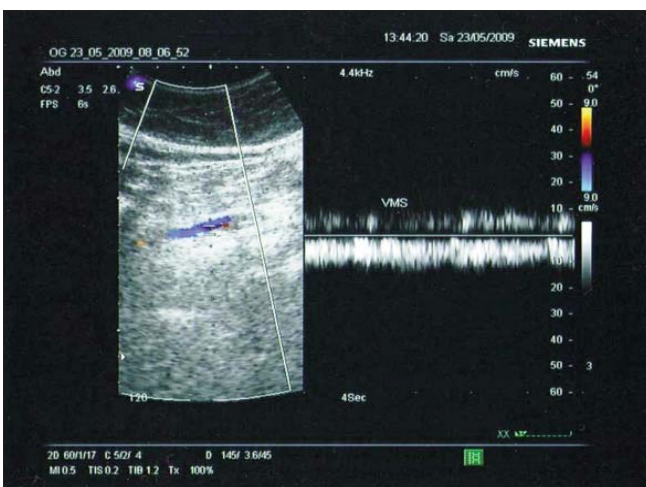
Venă mezenterică superioară permeabilă postoperator (la 15 zile), aspect Doppler color
